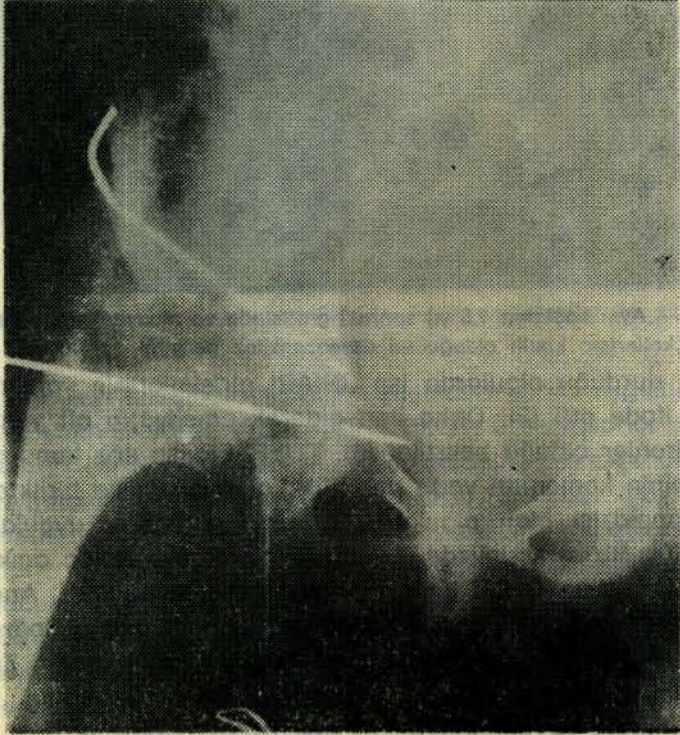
7 — Aynı hastanın 1,5 yıl sonraki grafisinde ve muayenesinde kalça hareketlerinin kısıtlı olduğu ve osseozonkiloz geliştiği görülüyor.
